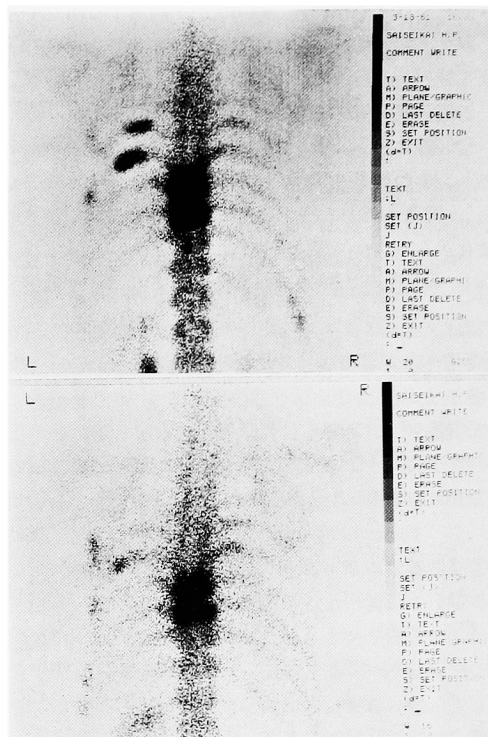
Tc-MDP bone scintigrams before (upper) and after (lower) EHDP treatment. Areas and densities of Tc-MDP accumulation decreased in thoracic vertebrae and ribs.
